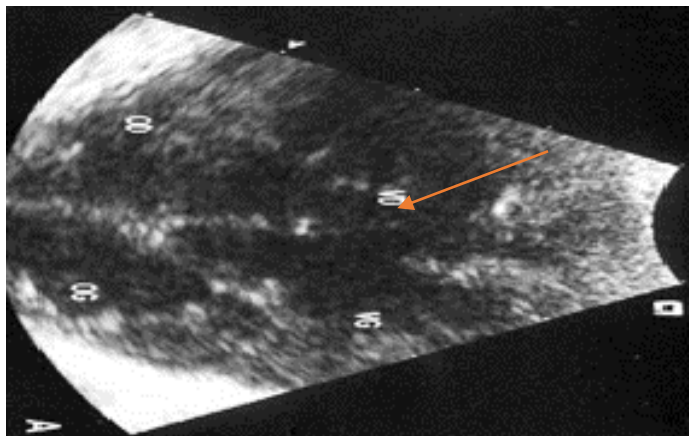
Échocardiographie d'une CIV musculaire trabéculée centrale large
